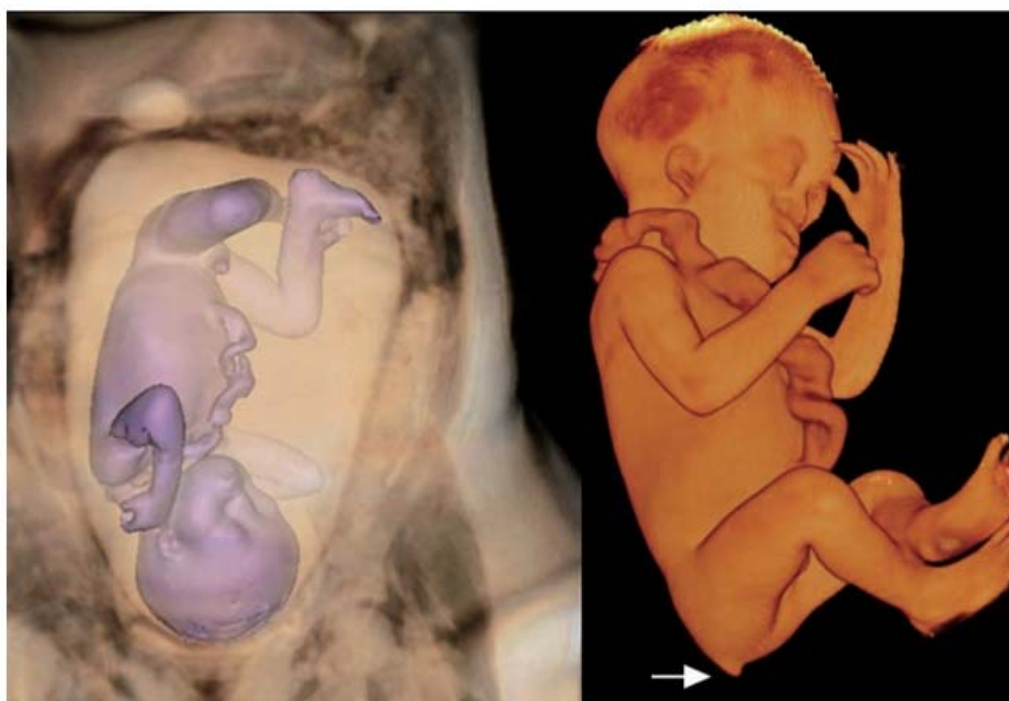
■ Reconstrução em 3D por RM de feto síndrômico. Notar o rabo vestigial (seta).
